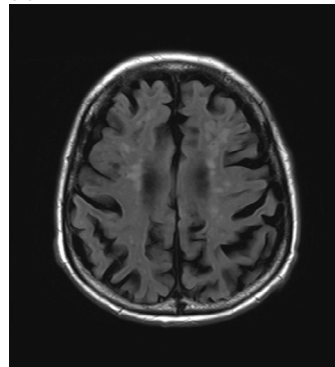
Cranial magnetic resonance imaging (MRI) findings of case 1
